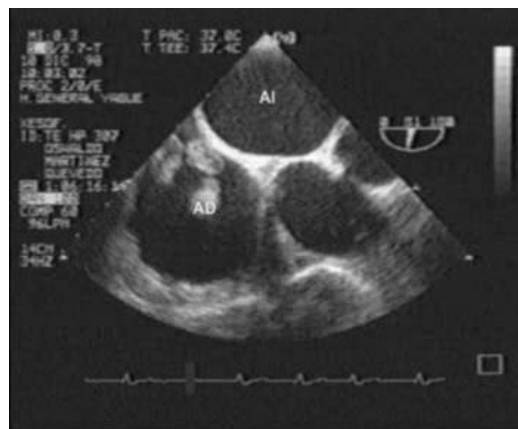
Trombo en aurícula derecha en plano de ecocardiografía transesofágica (ETE).
